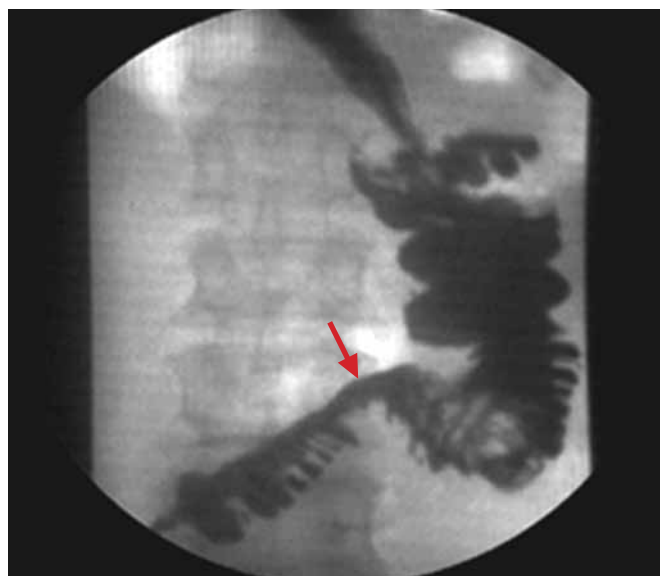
Рентгенологическое исследование еюногастропластического трансплантата с бариевой взвесью, стрелкой указано место пропульсивного прохождения контраста после поворота кишки за резервуаром.
